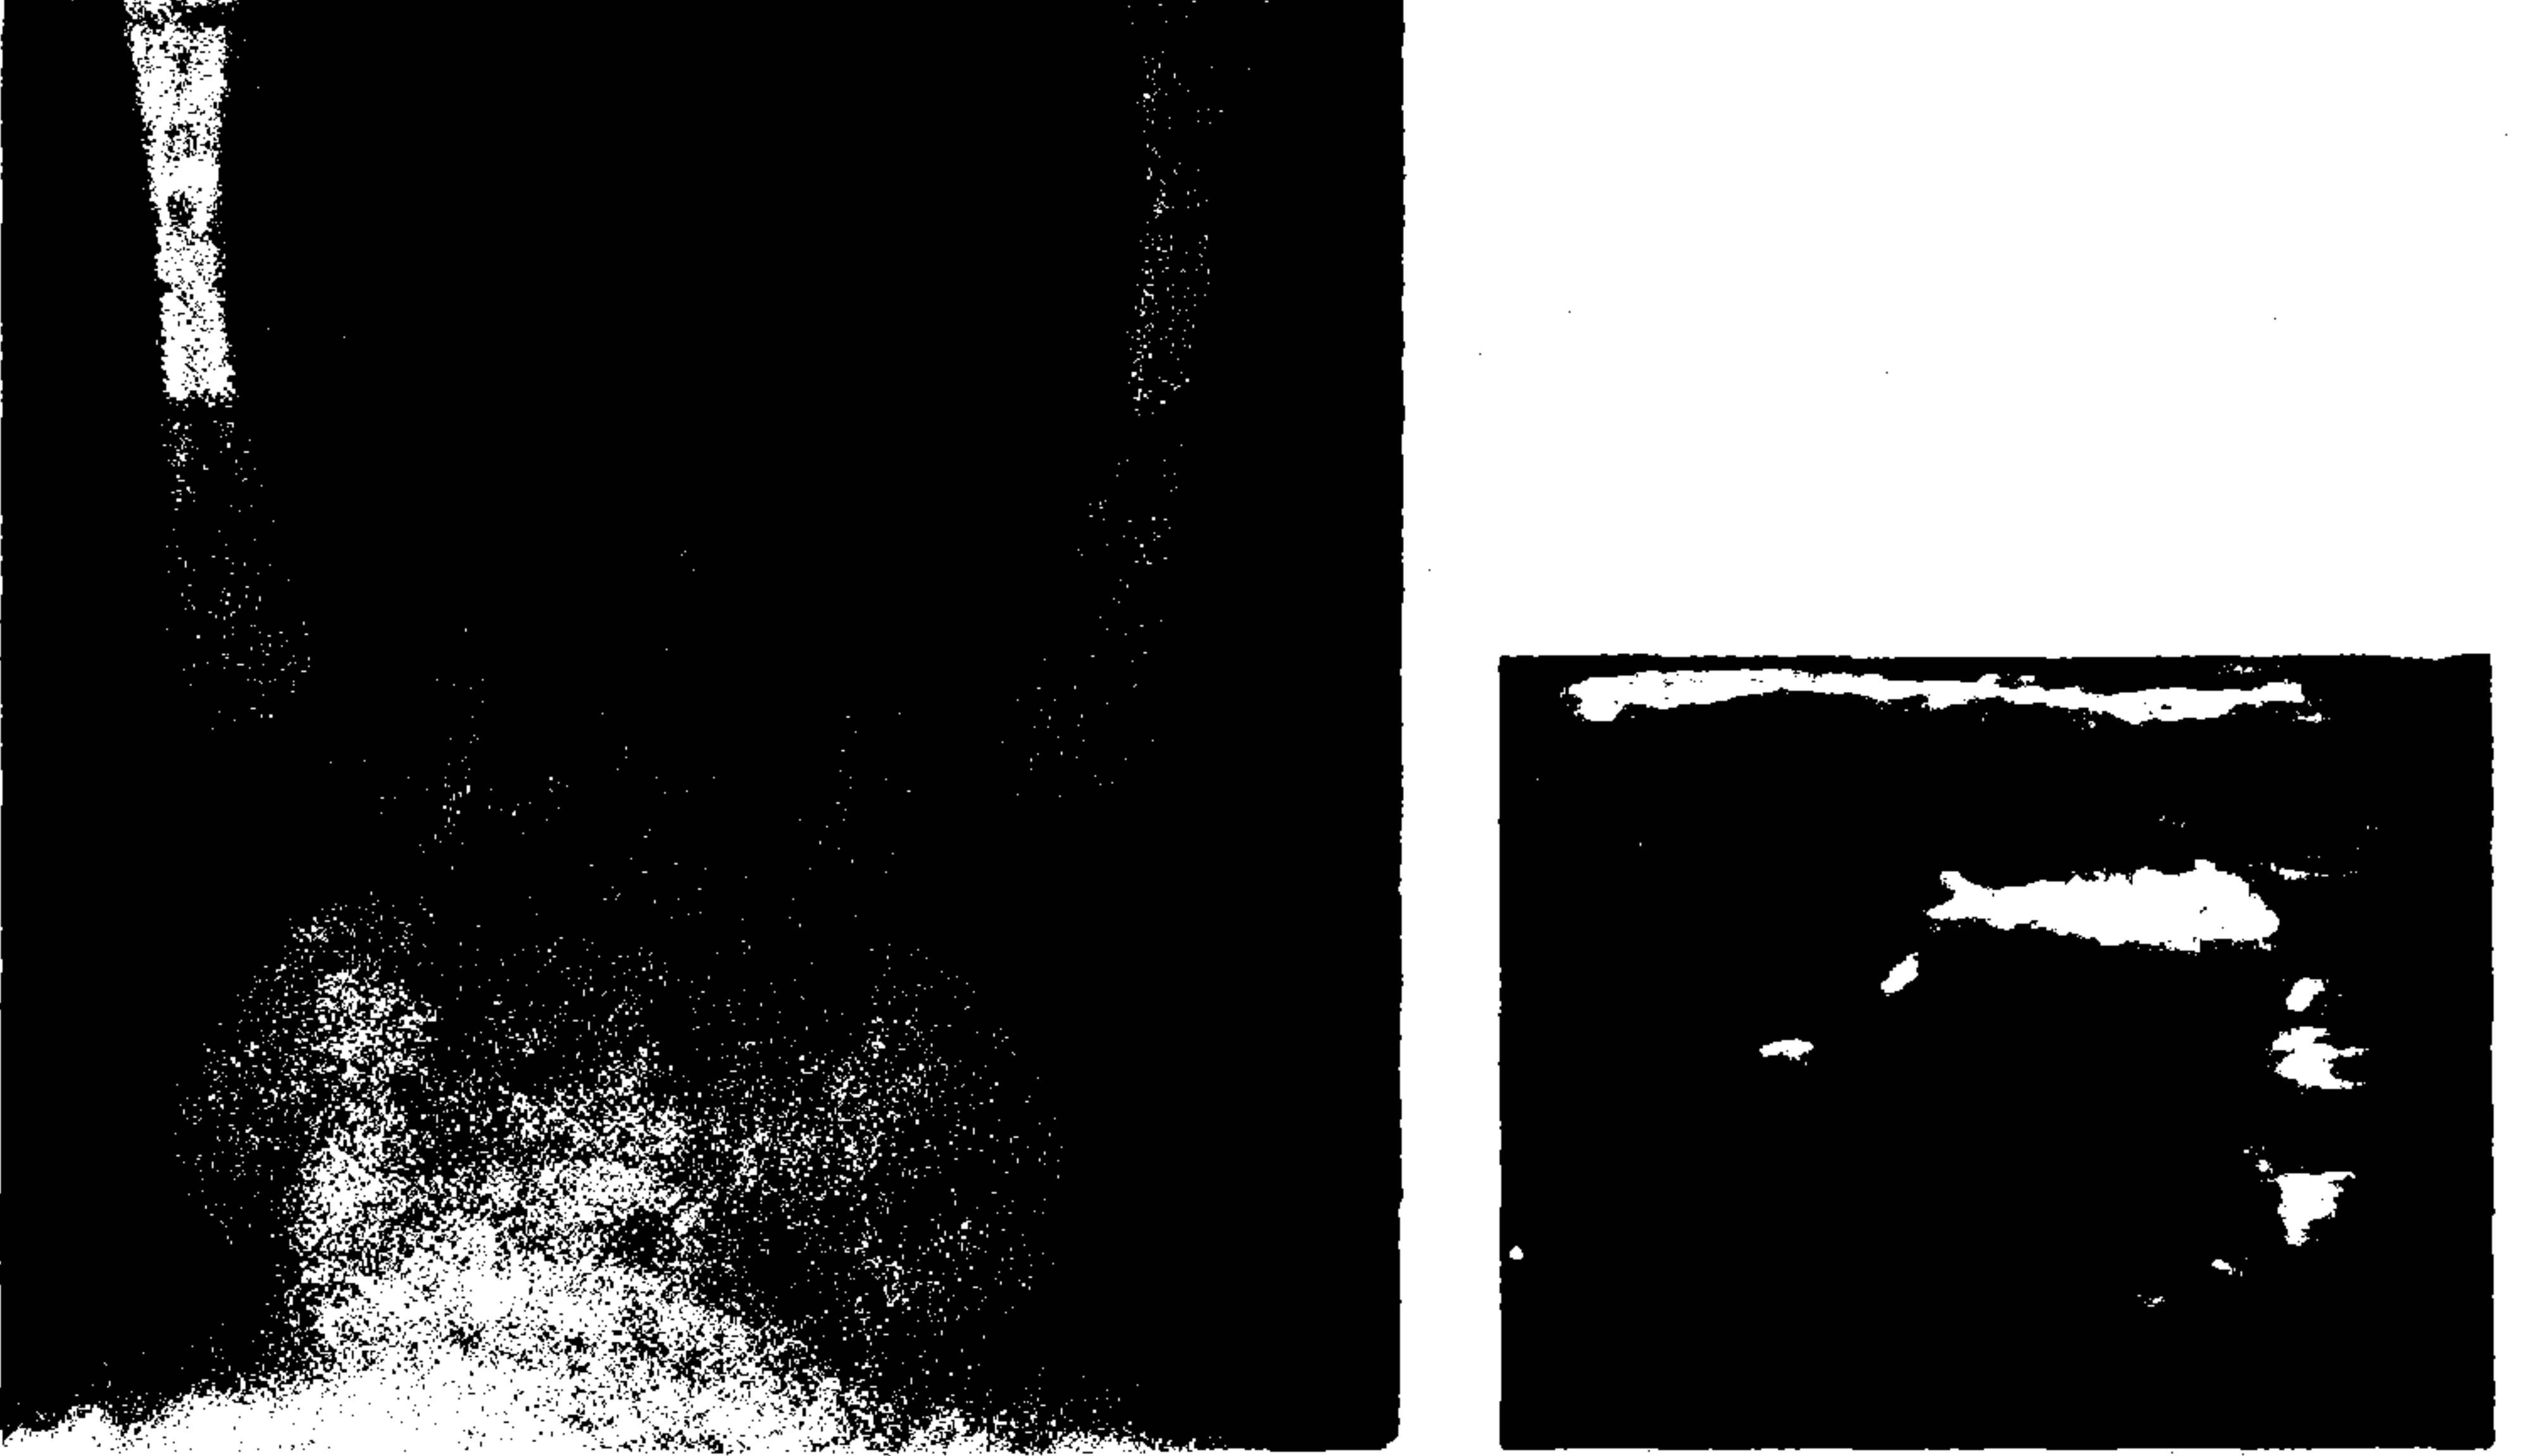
Sonografik tip 4 kalça (sağ) ve pelvis AP grafisi.
